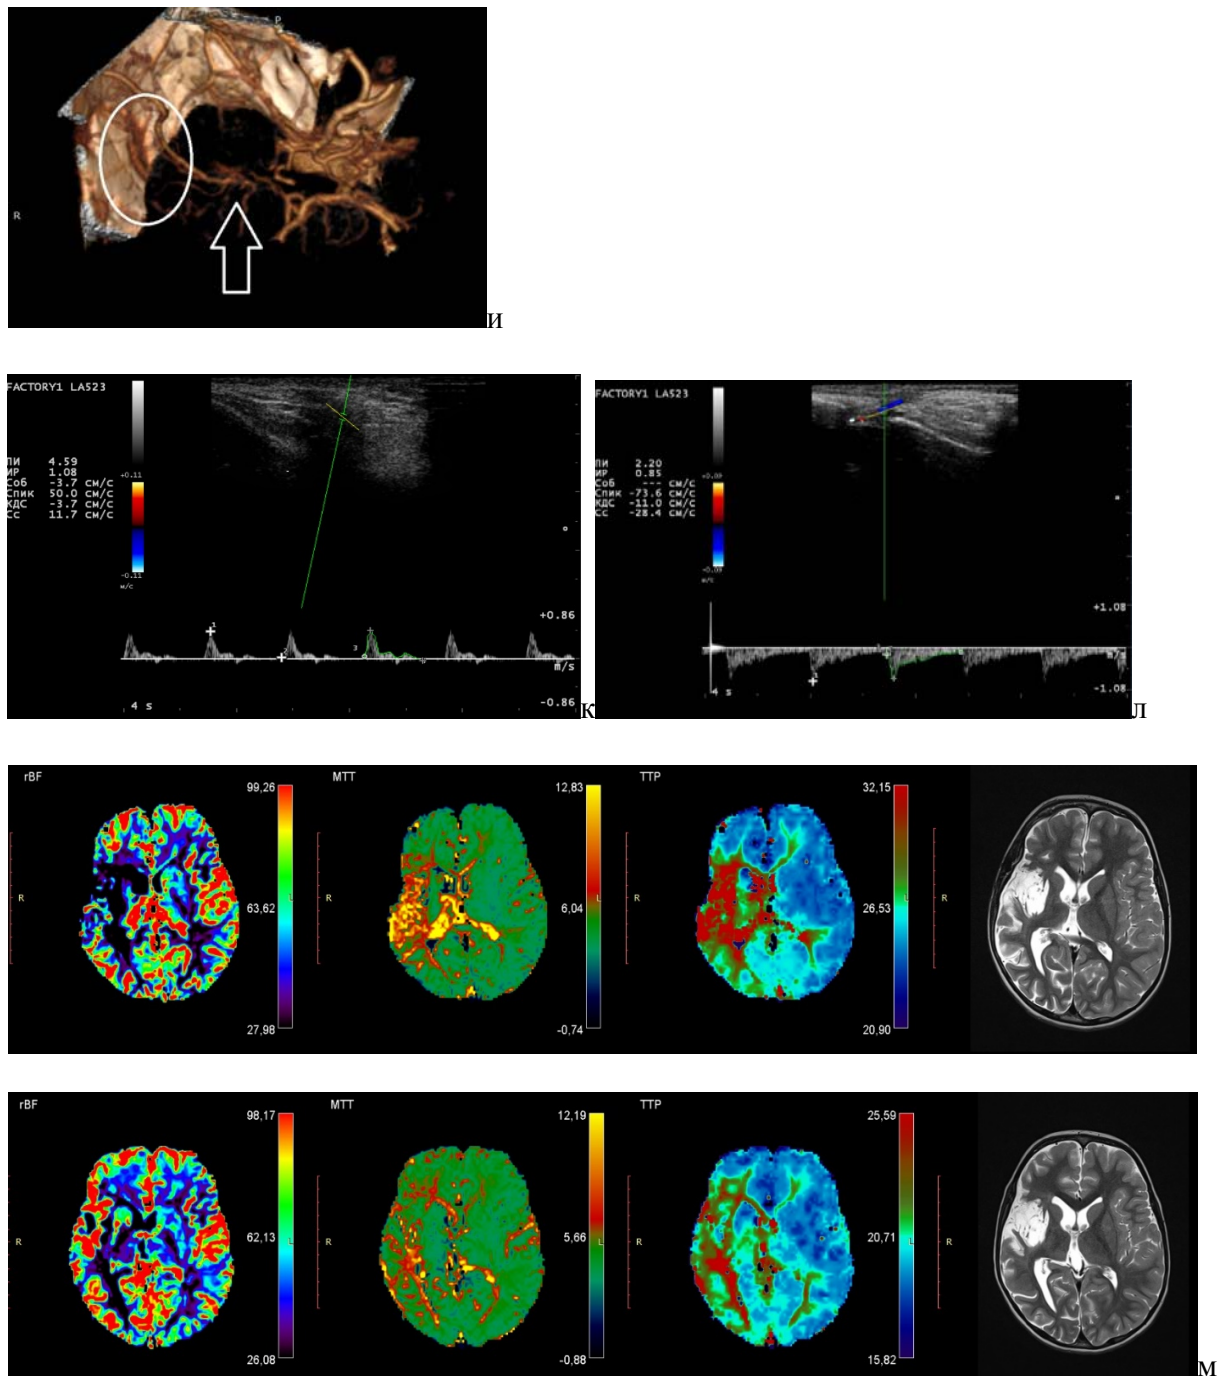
и) На 3D-КТ ангиограмме овалом выделен анастомоз. к) Триплексное сканирование ПВА до и л) после операции – лоцированы увеличение значений скоростных показателей и сокращение индексов пульсации и резистентности, м) нормализация показателей МР перфузии: верхний ряд до операции, нижний ряд – после.
